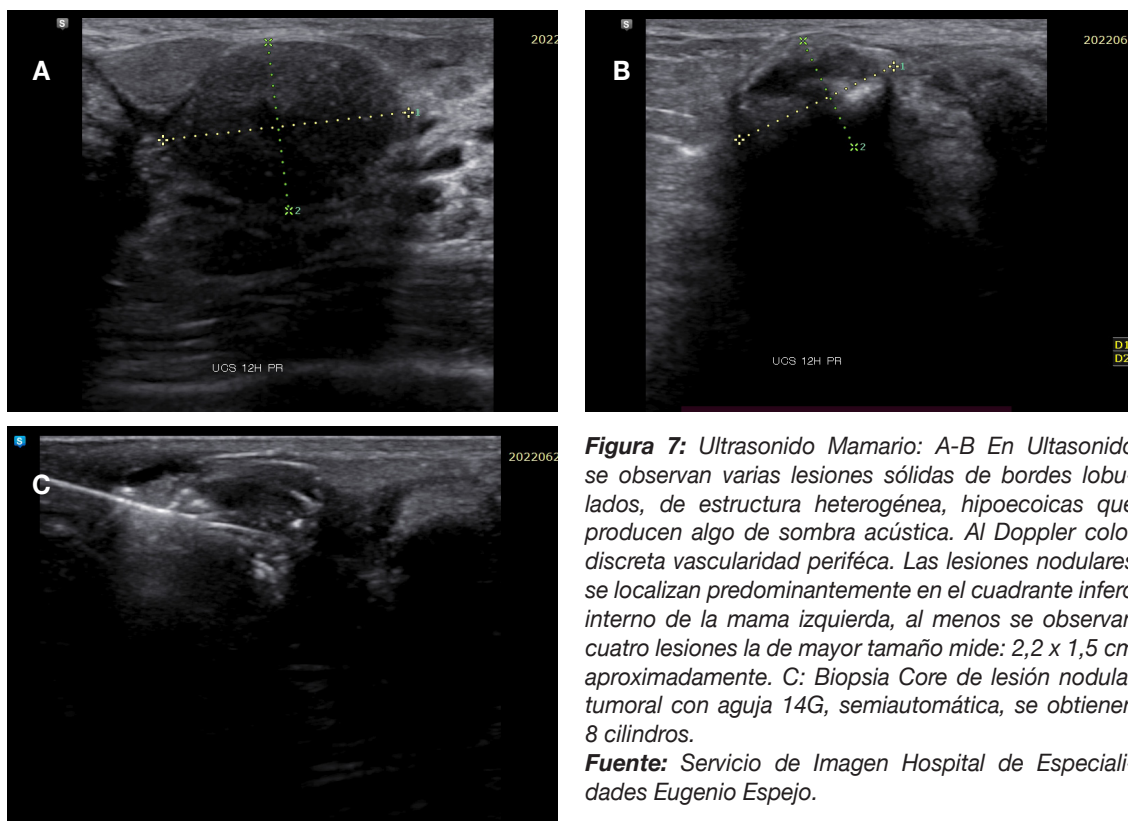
Ultrasonido Mamario: A-B En Ultrasonido se observan varias lesiones sólidas de bordes lobulados, de estructura heterogénea, hipoeoicas que producen algo de sombra acústica. Al Doppler color discreta vascularidad periférica. Las lesiones nodulares se localizan predominantemente en el cuadrante infero interno de la mama izquierda, al menos se observan cuatro lesiones la de mayor tamaño mide: 2,2 x 1,5 cm aproximadamente. C: Biopsia Core de lesión nodular tumoral con aguja 14G, semiautomática, se obtienen 8 cilindros.
